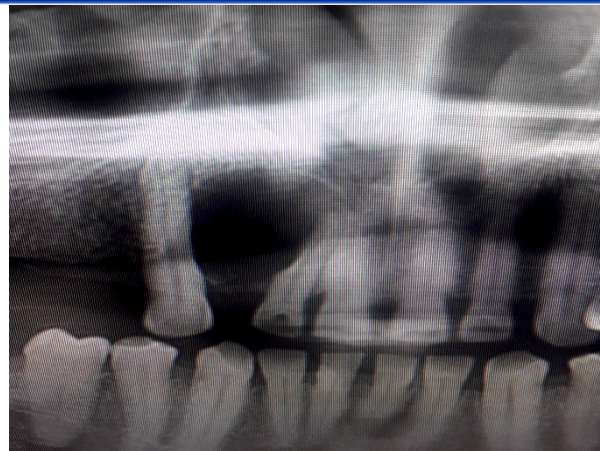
Ortopantomografía digital preoperatoria. Nótese la presencia de una imagen radiolúcida en el hueso maxilar.
